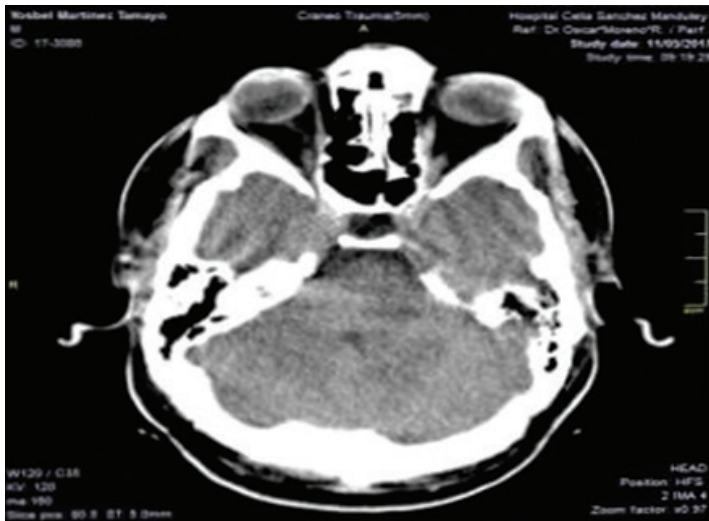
TC simple de cráneo realizada durante la primera evaluación (25-2-11). Se observa engrosamiento fronto-parietal izquierdo de la calota craneal en relación con meningioma en placa. En la fosa posterior no se evidencian alteraciones
